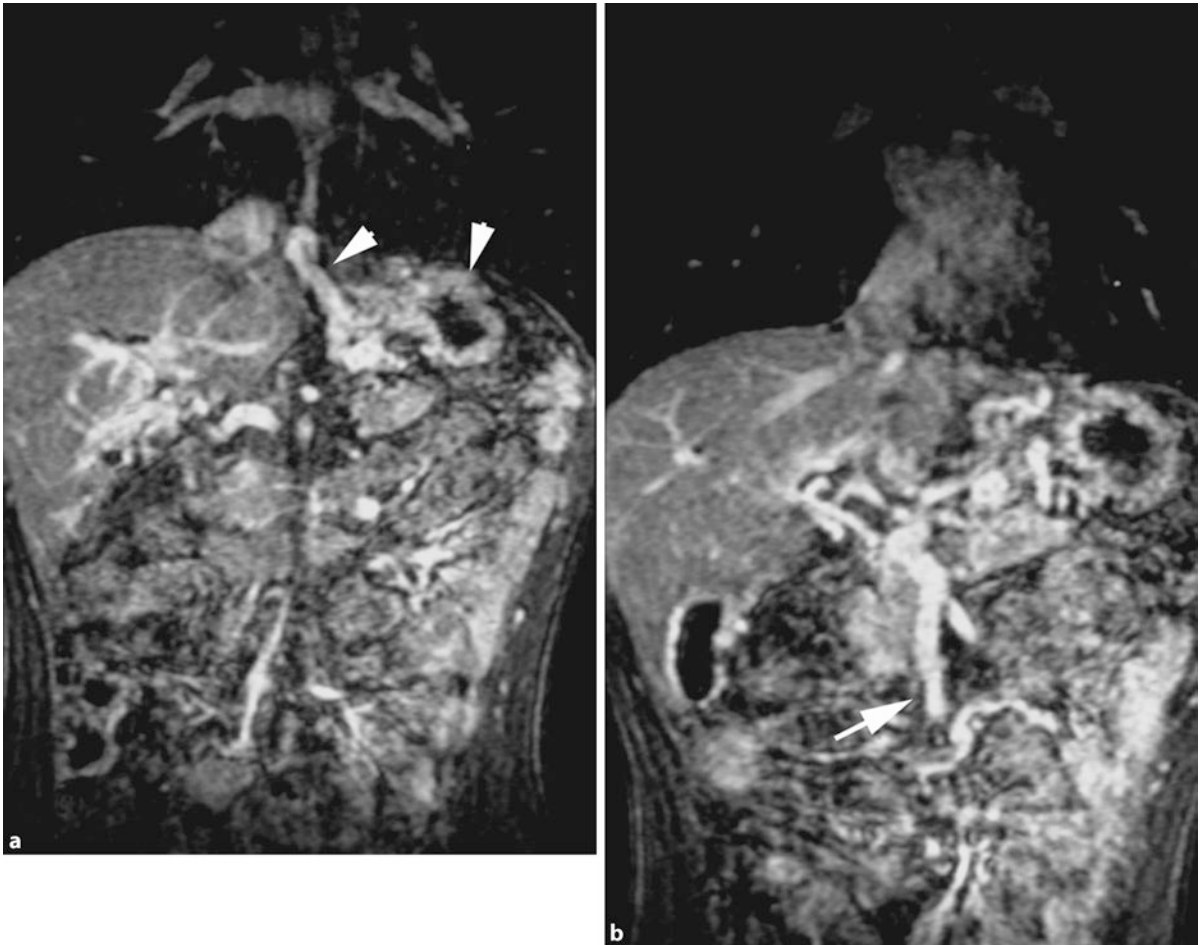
a,b Angiomagnetresonanztomogramm bei prähepatischem Block (11-jähriger Junge). a Die Leber erscheint relativ klein. Darstellung zahlreicher Gefäßanschnitte im Leberhilus. Die Gefäße in der Leber sind reduziert. Nachweis von Varizen am Magenfundus und am angrenzenden Ösophagus (*Pfeile*). b Koronares Schnittbild mit deutlich dilatierter V. mesenterica inferior (*Pfeil*), wobei sonographisch nachzuweisen war, dass die Blutströmung retrograd verläuft. Bei der Durchführung der direkten Splenoportographie ergab sich ein portalvenöser Druck von 42 cm H₂O
